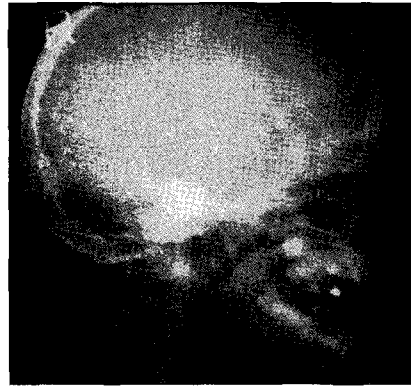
Cephalometric Radiograph.
